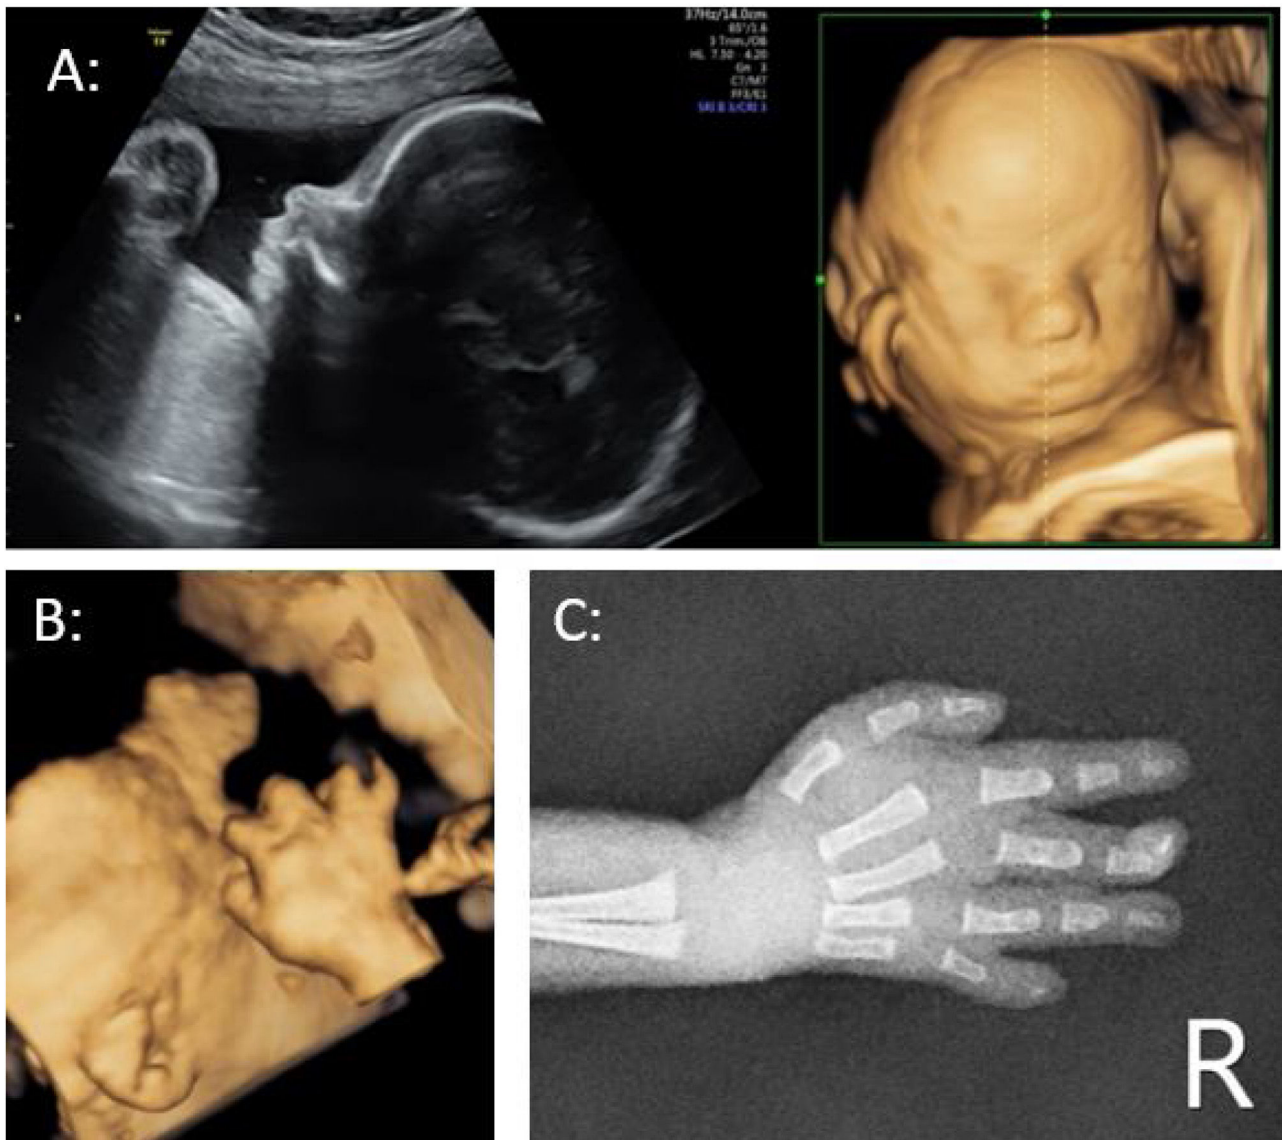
A) Ecografía 2D y reconstrucción tridimensional en modo superficie donde se aprecia facies pequeña con prominencia frontal. B) Reconstrucción tridimensional en modo superficie de la mano derecha donde se objetiva desviación radial del quinto dedo compatible con clinodactilia y posible sindactilia a nivel de la primera falange entre el cuarto y quinto dedo. C) Radiografía de la mano derecha del neonato en la que se evidencia ausencia de falange distal del quinto dedo con clinodactilia.
